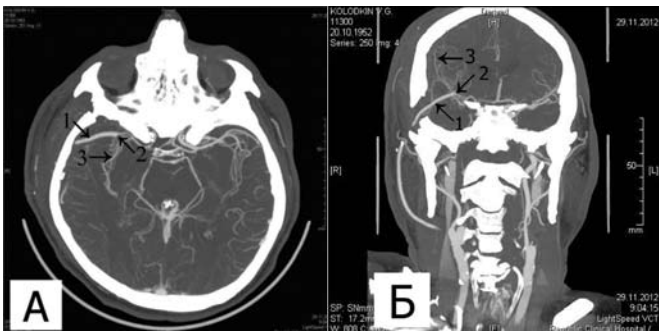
КТ-АГ на 10-е сутки после операции. А — аксиальная проекция, Б — фронтальная проекция. 1 — шунт, 2 — место анастомоза дистальной части шунта с М2-сегментом правой СМА, 3 — дистальные ветви правой СМА.
